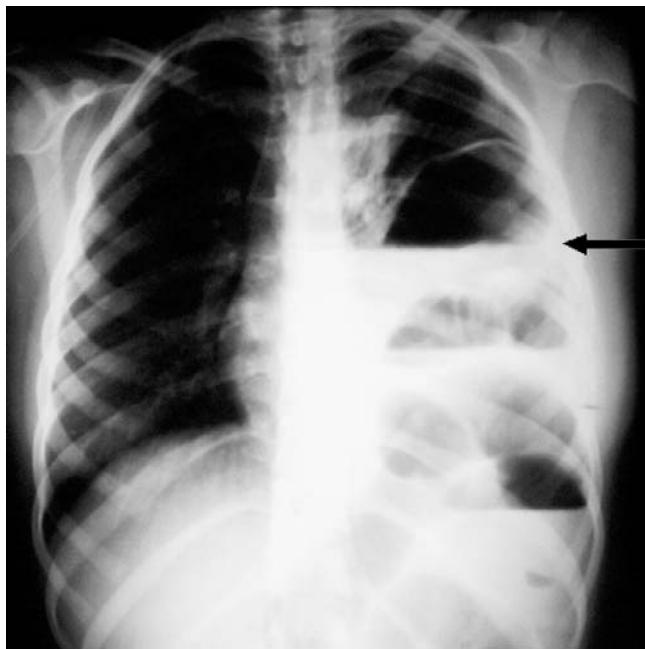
Radiografía de tórax donde se muestra estómago y asas intestinales con niveles hidroaéreos.
